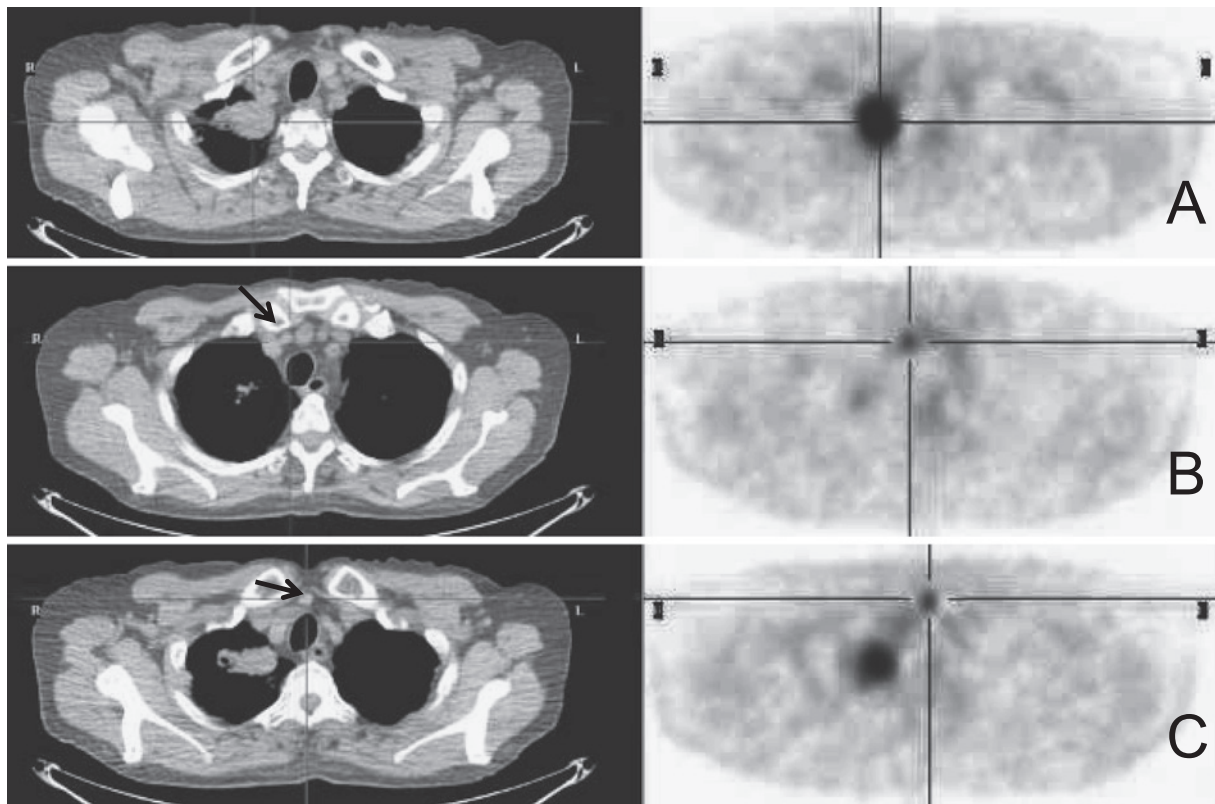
Positron emission tomography shows accumulation of fluorodeoxyglucose in a lung tumor (A) and in 2 upper mediastinal lymph nodes (B, C).
